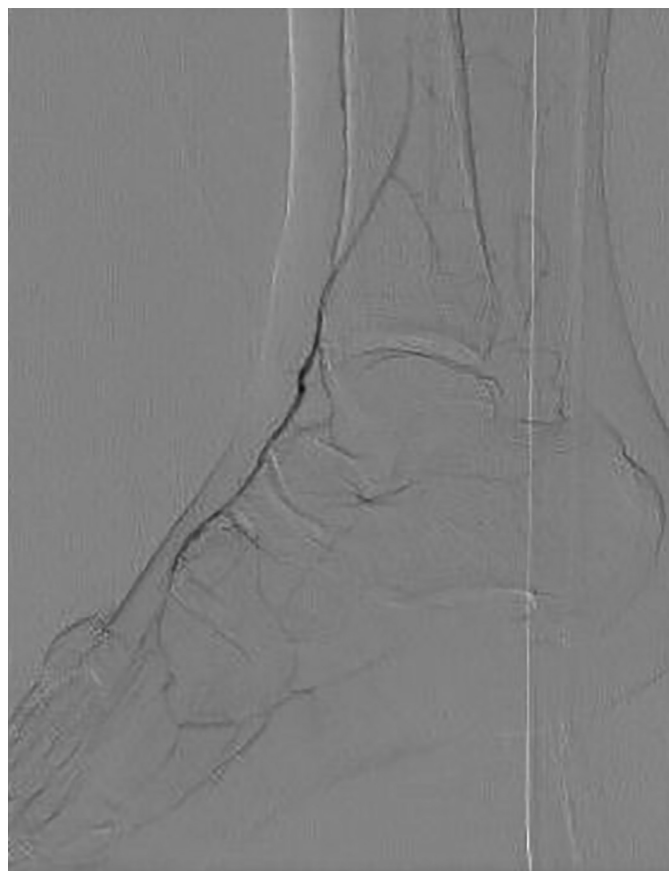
Интраоперационная рентгеноконтрастная ангиография до механической реканализации и баллонной ангиопластики в боковой проекции (медленное и слабое заполнение контрастом артерий стопы), боковая проекция.
